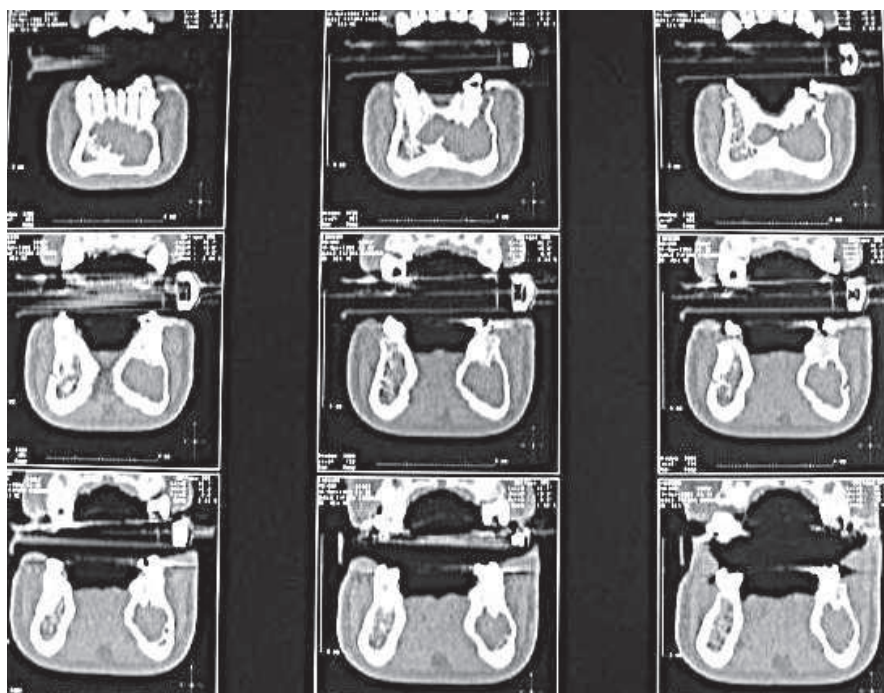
Tomografia Computadorizada. Corte coronal
